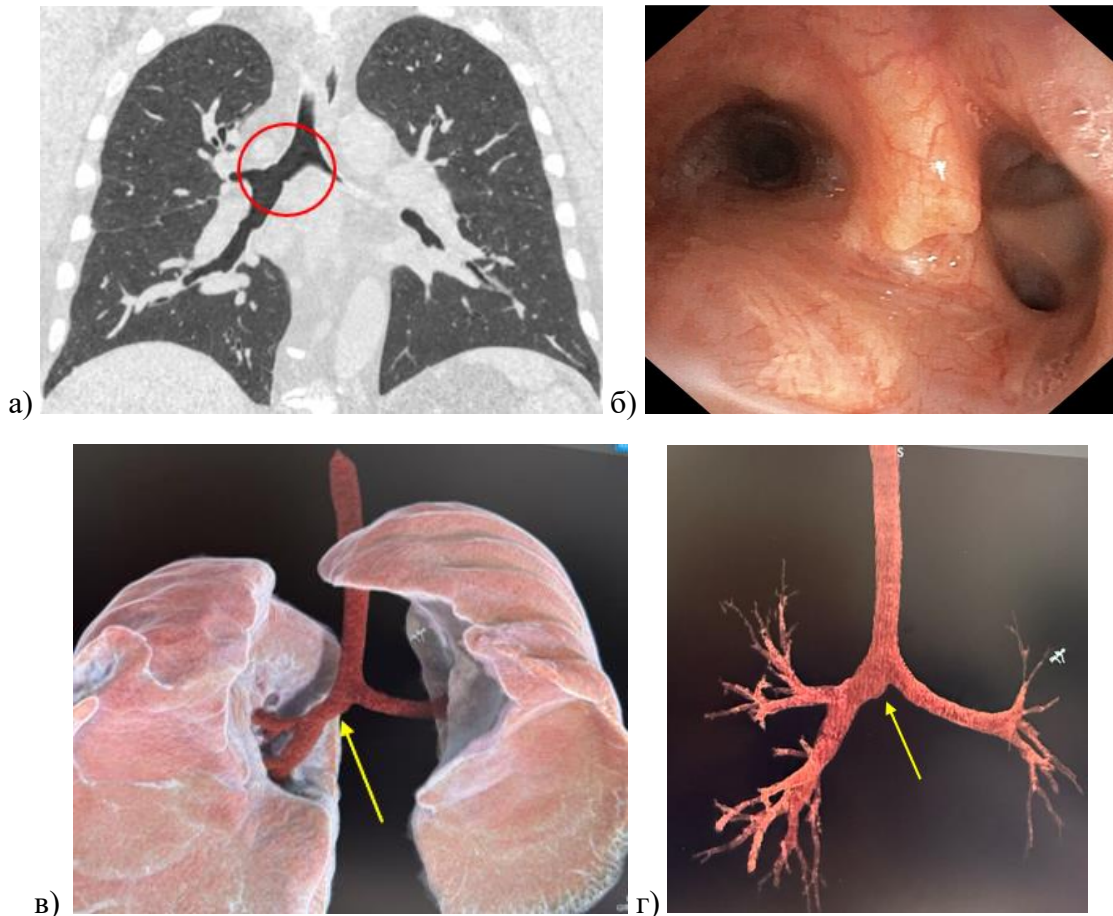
Пациент К., 48 лет - динамический контроль спустя 5 лет после хирургического лечения: а - МСКТ органов грудной клетки, просвет правого главного бронха сохранён (фронтальный срез); б - эндофото правого главного бронха после резекции и реконструкции; в, г - 3D КТ моделирование (стрелкой указана область реконструкции)
